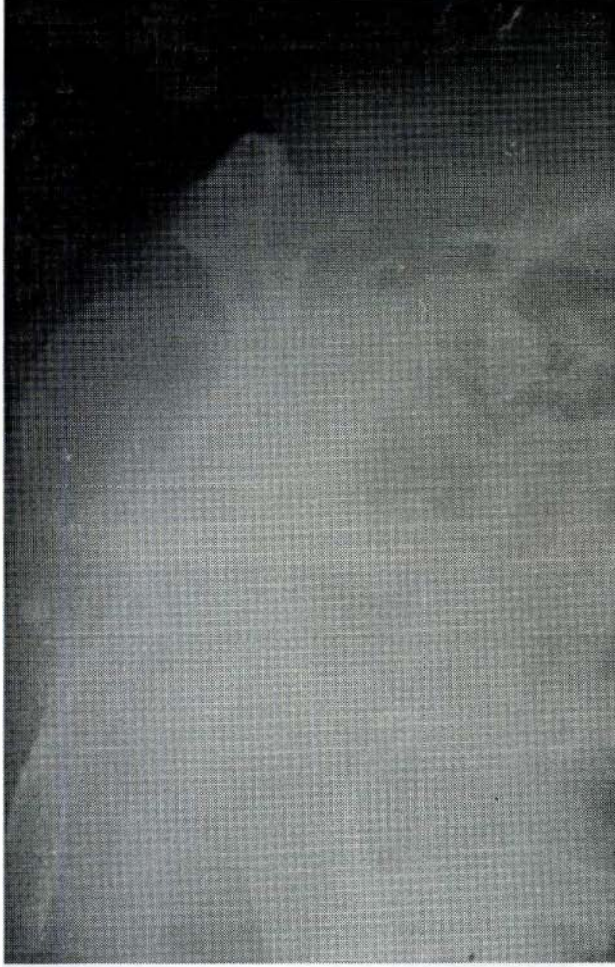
b: Rutin ön-arka omuz grafisinde, normal omuzda humerus başının glenoid in 3/4'lük kısmı ile üst üste binme görüntüsü vermesi
